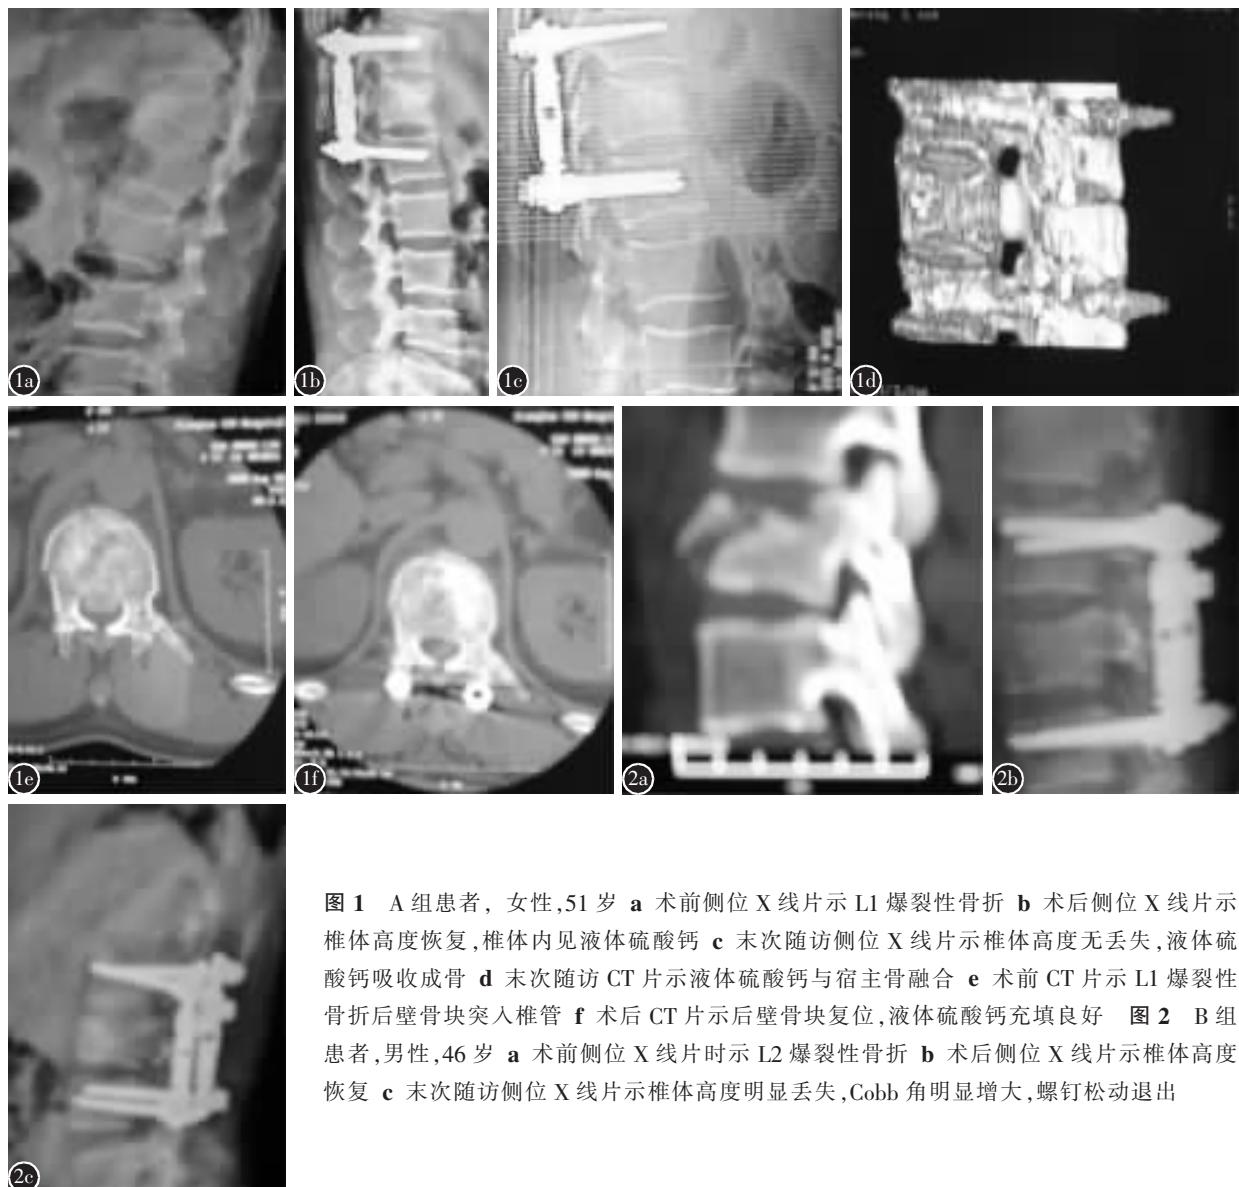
A 组患者,女性,51岁 a 术前侧位 X 线片示 L1 爆裂性骨折 b 术后侧位 X 线片示椎体高度恢复,椎体内见液体硫酸钙 c 末次随访侧位 X 线片示椎体高度无丢失,液体硫酸钙吸收成骨 d 末次随访 CT 片示液体硫酸钙与宿主骨融合 e 术前 CT 片示 L1 爆裂性骨折后壁骨块突入椎管 f 术后 CT 片示后壁骨块复位,液体硫酸钙充填良好 图 2 B 组患者,男性,46岁 a 术前侧位 X 线片示 L2 爆裂性骨折 b 术后侧位 X 线片示椎体高度恢复 c 末次随访侧位 X 线片示椎体高度明显丢失,Cobb 角明显增大,螺钉松动退出
